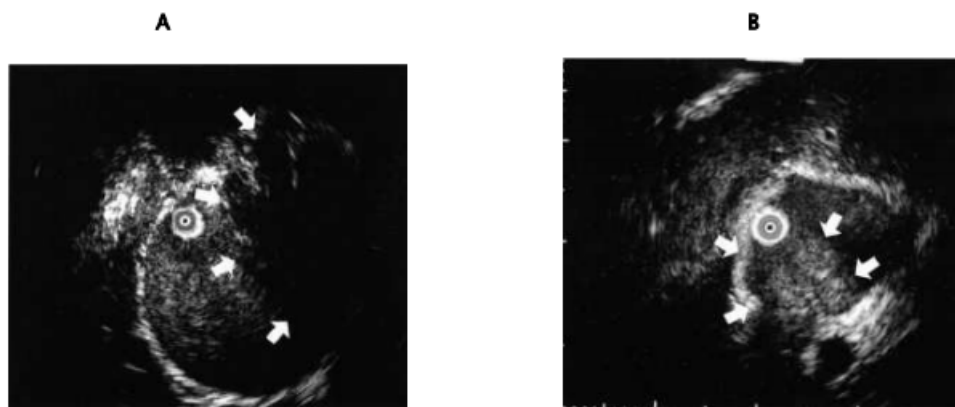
L'envahissement néoplasique de la veine cave inférieure démontré par l'échographie endo- vasculaire [152] :
